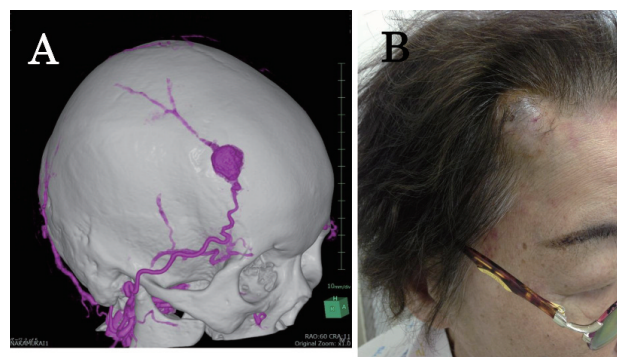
CT angiography (A) and right frontal mass (B)
